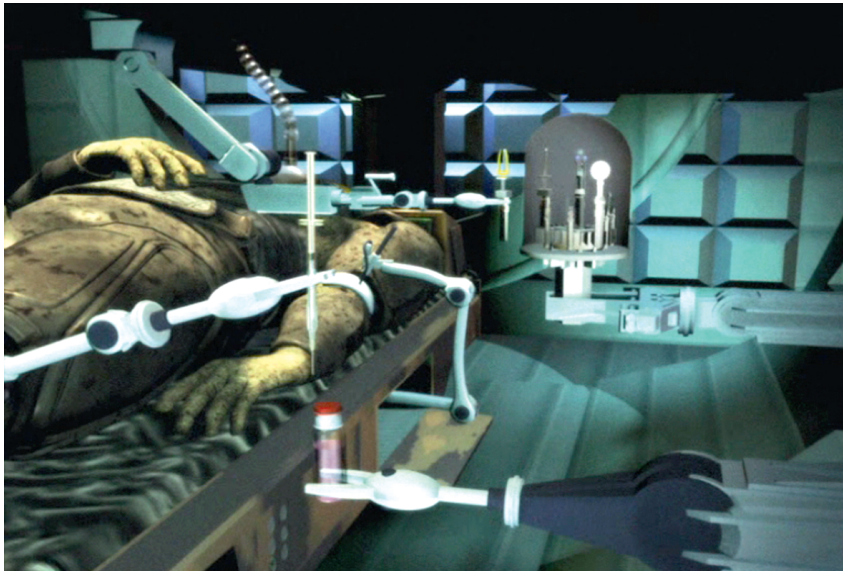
Работа *Trauma Pod* — взятие анализов и проведение инфузий
